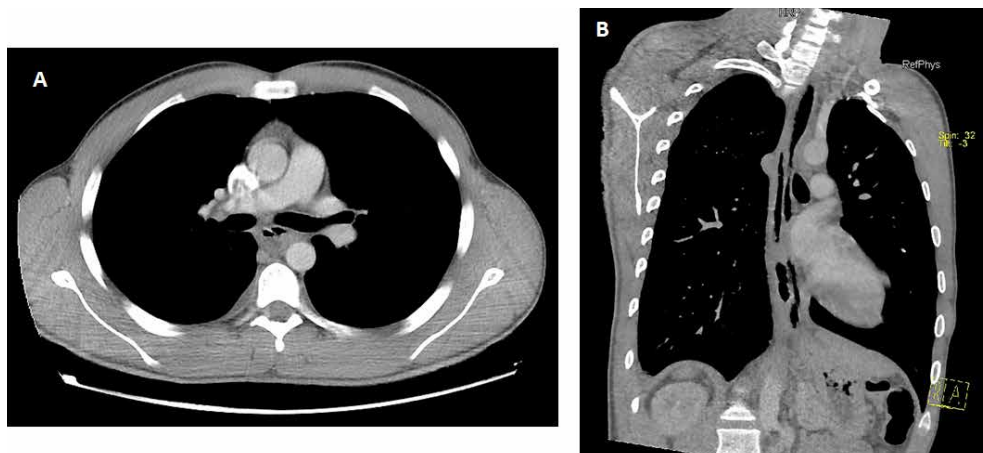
A) Corte axial de TC torácica con contraste donde se observa una doble luz en la estructura correspondiente al esófago, justo debajo de la carina. B) Corte coronal de la misma TC en donde se visualiza una luz de contenido radiolúcido situada a la derecha y paralela al esófago extendida longitudinalmente desde tercio medio hasta la mitad de tercio distal del mismo.
